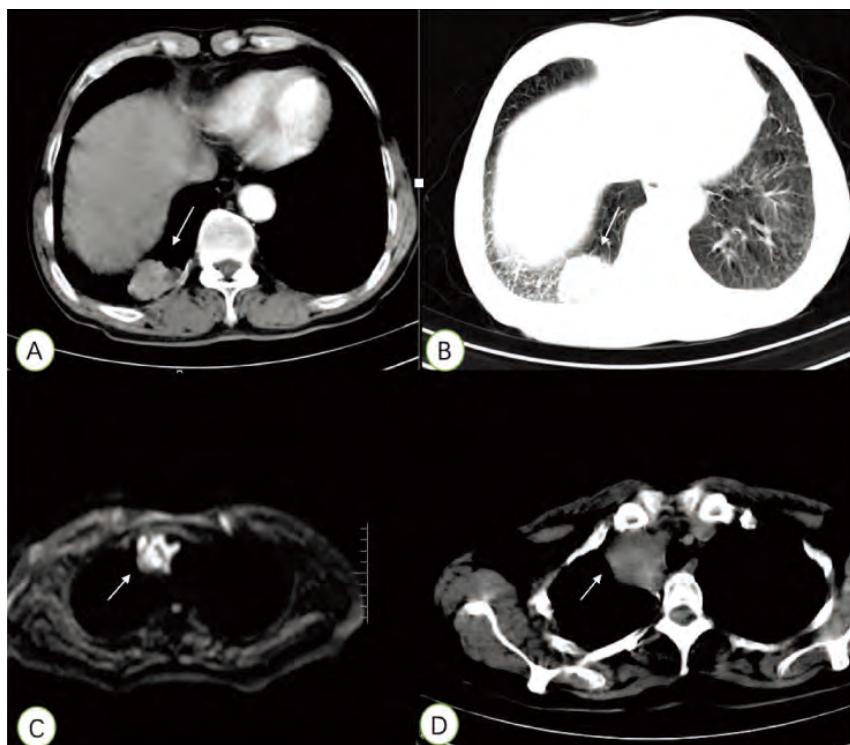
病例影像学资料: A、B为病例1患者肺部CT检查资料,箭头处可见该肿块,该肿块位于右下叶后基底段;C、D为病例2患者肺部及纵隔MRI及CT纵膈窗检查资料,箭头处可见该肿块。
